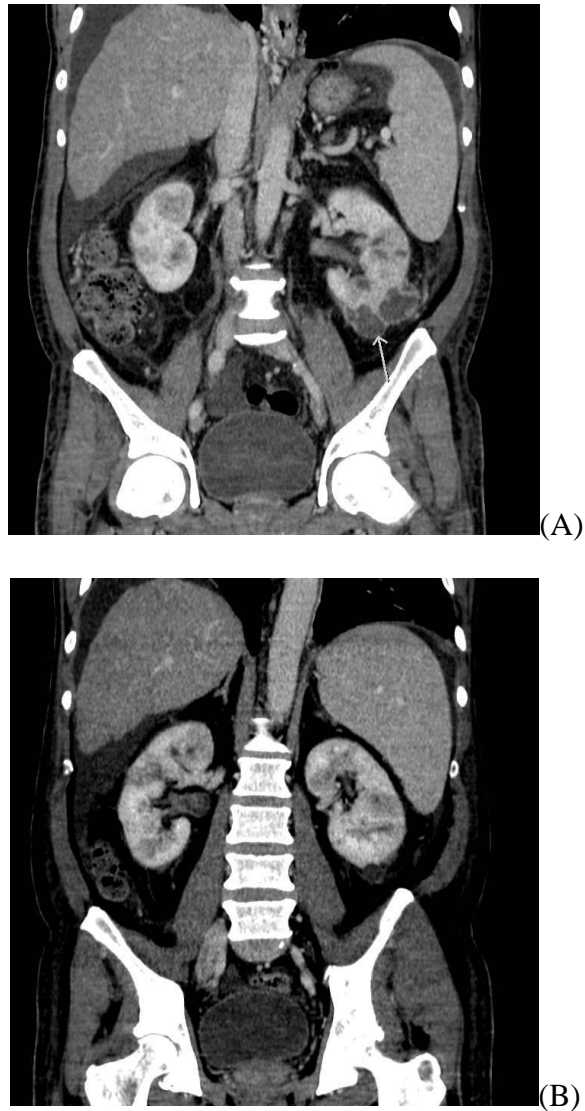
30.3b: TC no plano coronal na fase venosa pós-contraste, em paciente com pielonefrite aguda, demonstra em A abscesso junto ao polo inferior do rim esquerdo, com paredes espessadas e septos. Em B, demonstra nefrograma estriado bilateral.
